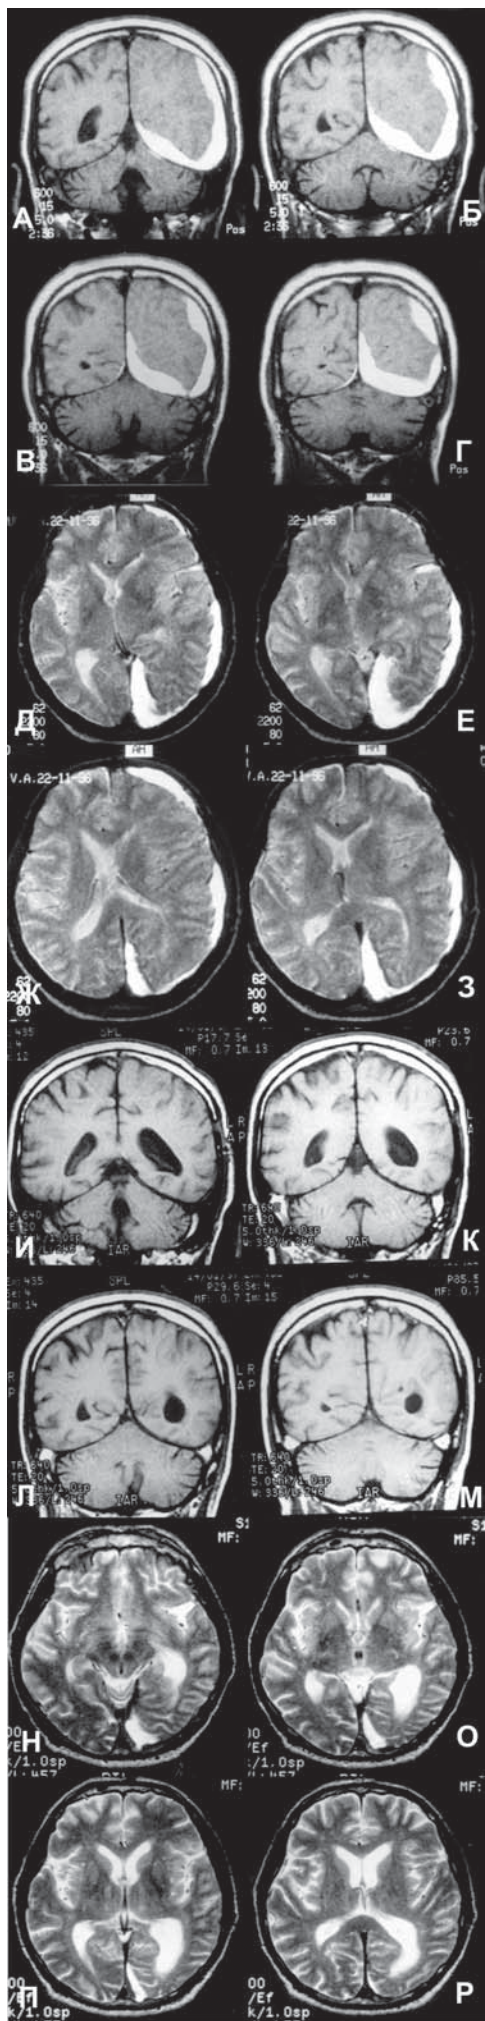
Подострая субдуральная гематома слева у пострадавшего 66 лет; фаза умеренной клинической декомпенсации. МРТ: А, Б, В, Г – фронтальные томограммы по T1; Д, Е, Ж, З – аксиальные томограммы по T2 выявляют распространение субдуральной гематомы с конвекса на основание средней черепной ямки, над намётом мозжечка и в межполушарную щель; III и боковые желудочки смещены слева направо; И, К, Л, М, Н, О, П, Р – спустя 1,5 месяца после удаления гематомы – полная нормализация внутричерепной ситуации; клиническое выздоровление.
